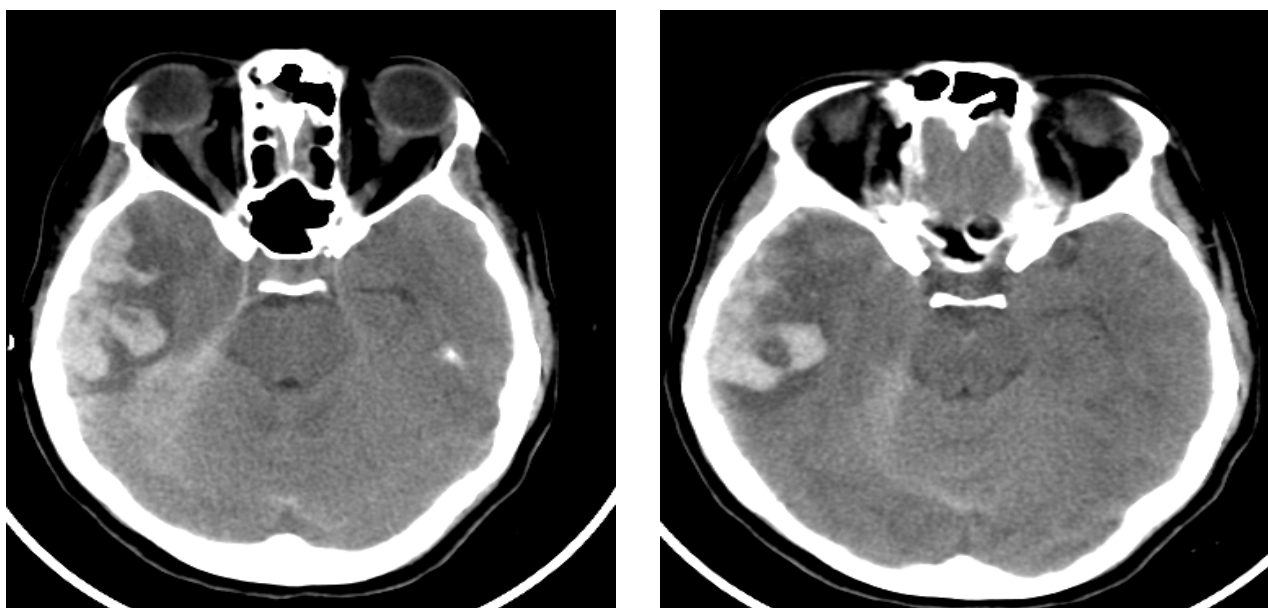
TDM cérébrale sans contraste, en coupes axiales, fenêtre parenchymateuse, montrant une lame d'HSDA associée à un foyer de contusion œdémato-hémorragique temporal droit et une hémorragie méningée
